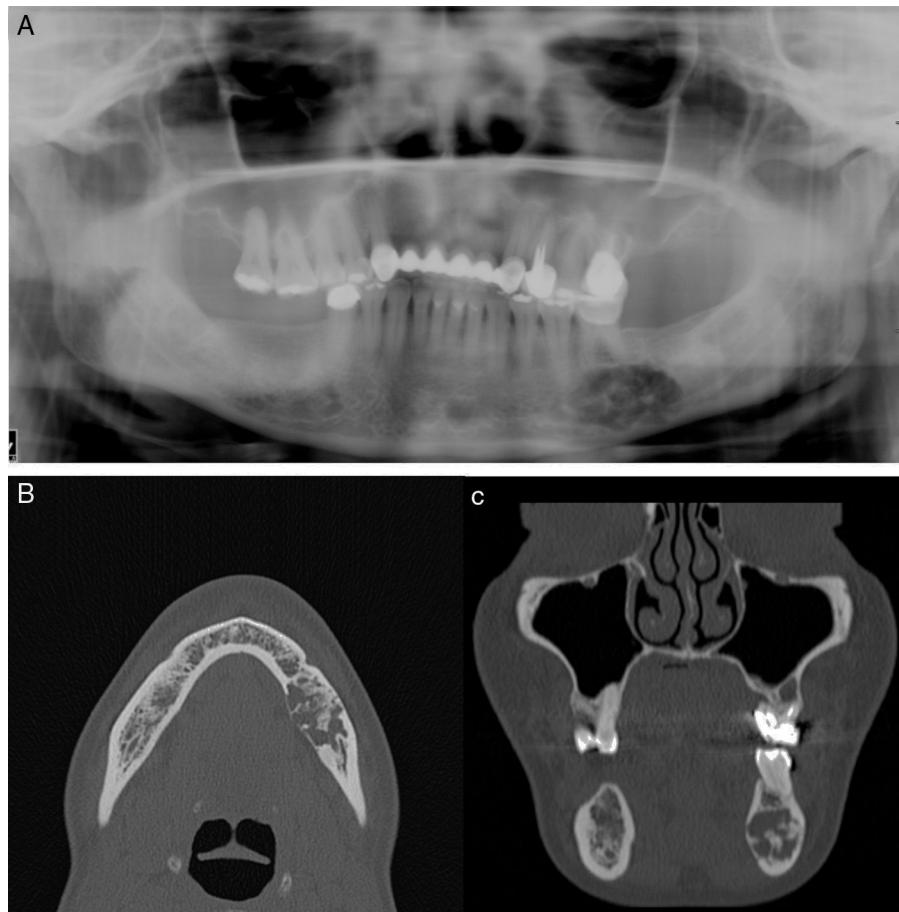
A) Imagen de la ortopantomografía que aportaba la paciente, en su primera visita a nuestras consultas, donde se aprecia una lesión en cuerpo mandibular izquierdo, con relación al diente número 36 con reconstrucción incompleta. B) Corte axial de la TC de mandíbula, donde se aprecia una lesión radiolúcida trabeculada sin disruptión de las corticales en cuerpo mandibular izquierdo. C) Corte coronal, donde se aprecia en detalle la lesión ósea descrita, así como su relación con el primer molar inferior izquierdo.
